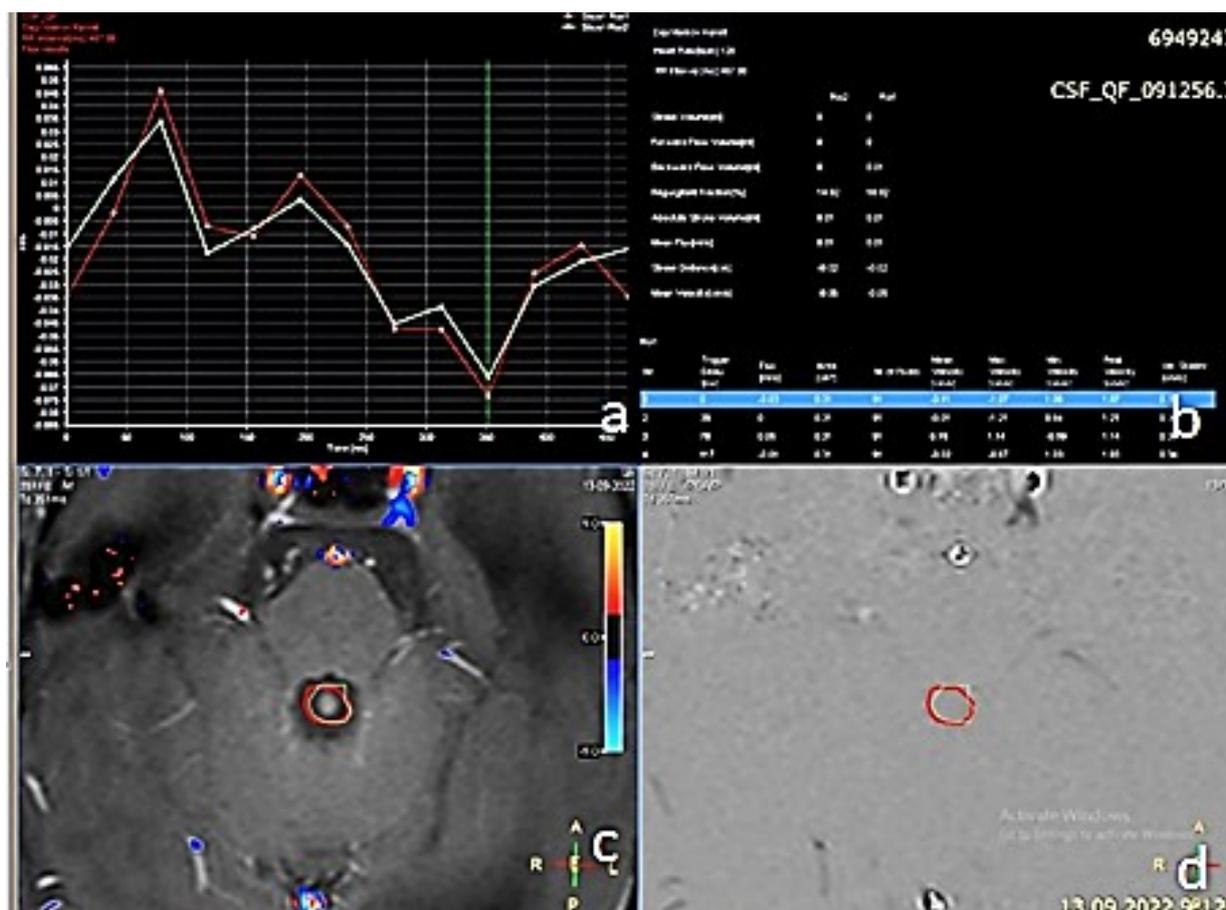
Оценка ликвородинамики по данным фазово-контрастной МРТ (CSF_PCA): А — кривая ликворотока с отсутствием нисходящего потока; В — скоростные характеристики ликвора; С, D — проекция Сильвиева водопровода для оценки пассажа ликвора
